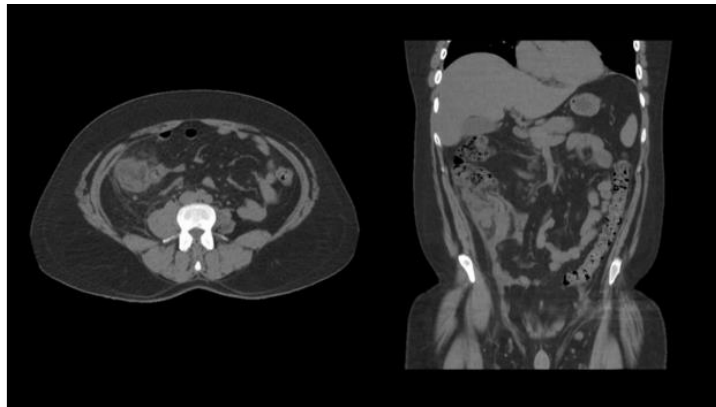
Corte axial y reconstrucción coronal de TC donde se visualiza área mal definida, heterogénea en FID sin visualización del apéndice cecal. Lo anterior sumado a la clínica aportada compatible con plastrón apendicular
